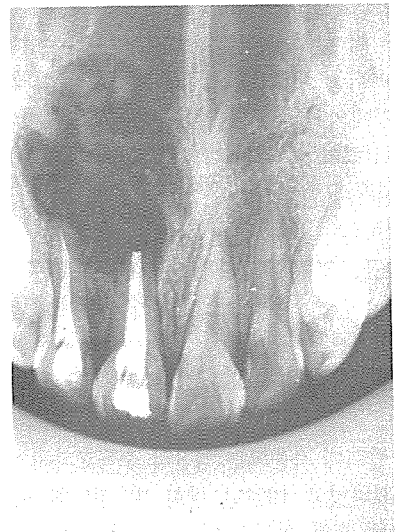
낭종 적출후 2주째 방사선 소견으로 골편이 잘 치유되는 것을 관찰할 수 있다.
